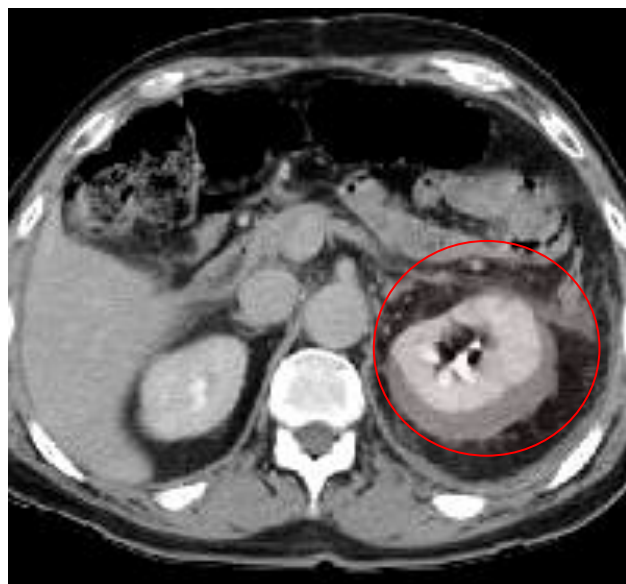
Lesión grado I. Hematoma subcapsular renal visualizado en TAC contrastada que demuestra una colección líquida alrededor del riñón izquierdo.
